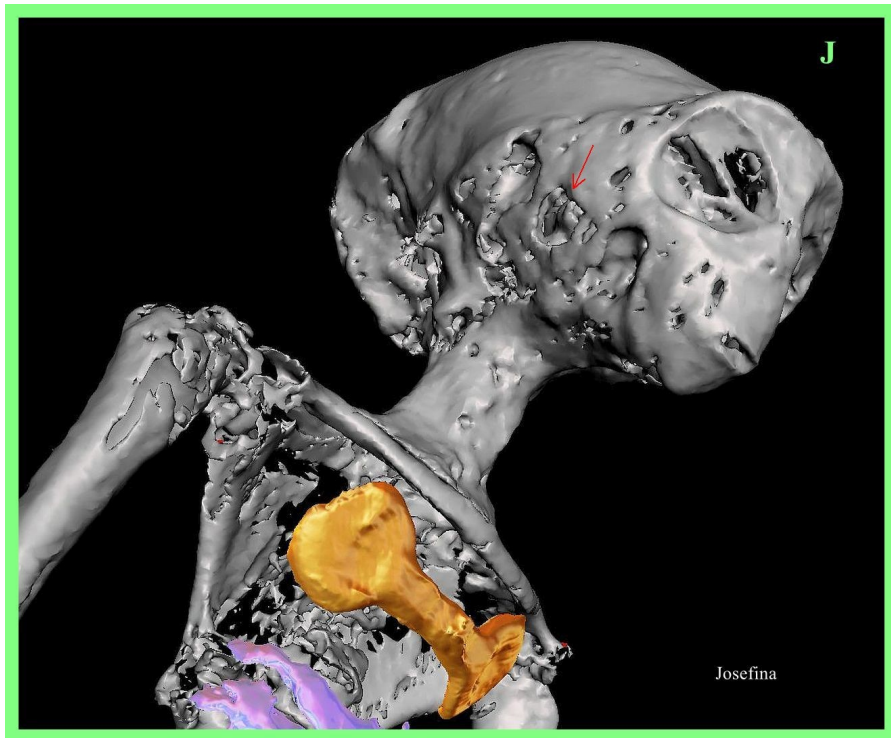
TC 3D de 'Josefina' que muestra áreas de adelgazamiento óseo y depresiones tipo fositas en la cara. Se marca la ubicación de la cápsula ótica derecha (flecha roja).
